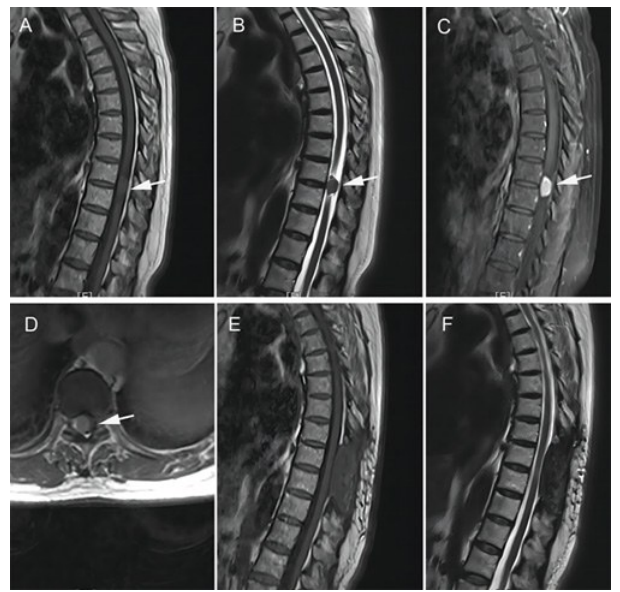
椎管内肿瘤经非扩张管通道显微手术切除前后 MRI A. 术前矢状位 T₁WI; B. 术前矢状位 T₂WI; C. 术前矢状位 T₁增强; D. 术前轴位 T₁增强; E. 术后 1 个月矢状位 T₁WI; F. 术后 1 个月矢状位 T₂WI
